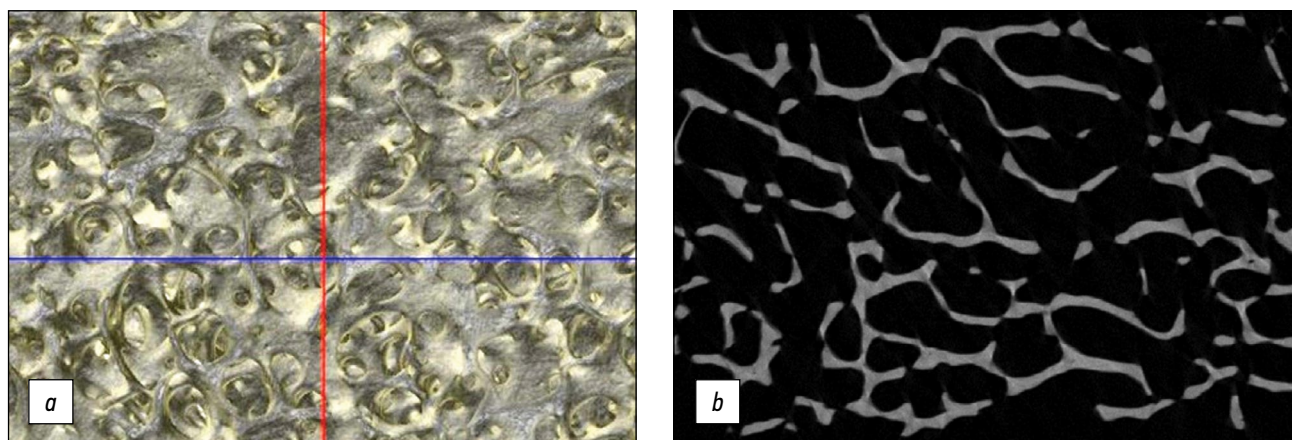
Результаты томографического исследования: *a* — 3D-реконструкция, *b* — микро-КТ срез.
